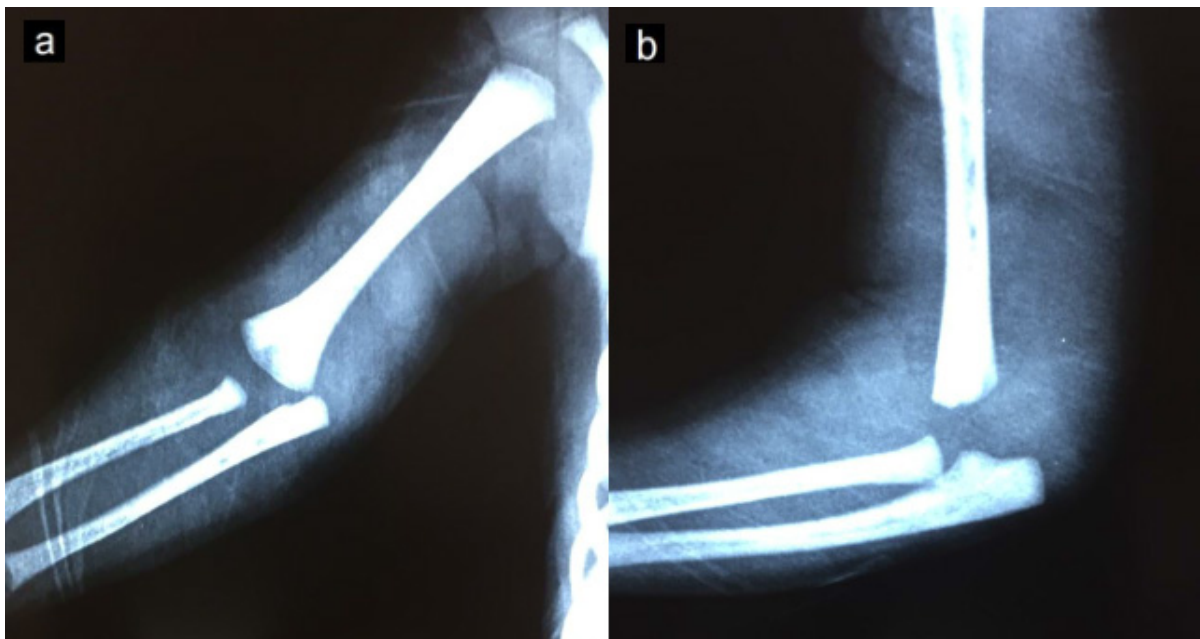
Radiografia pré-operatória de membro superior direito, em neonato com cinco dias de vida, apresentando fratura transfisária de úmero distal de Salter-Harris tipo I. Incidências ântero-posterior (A) e perfil (B) apresentando desvio pósteromedial do cotovelo
